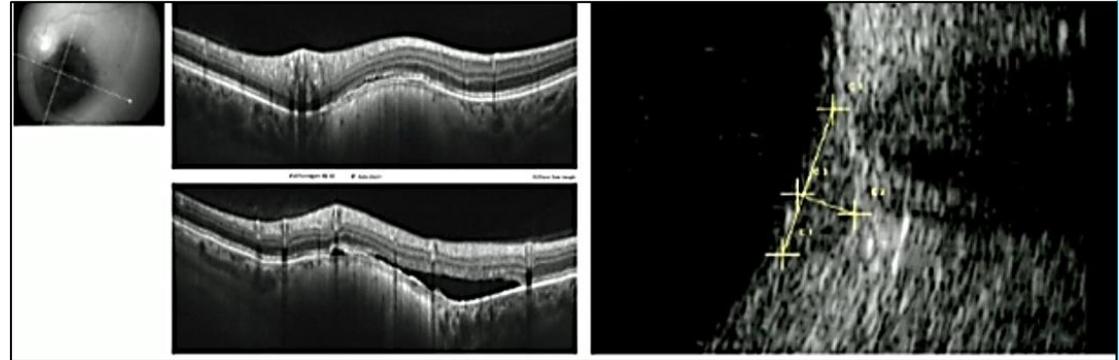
Comparaison d'une coupe d'échographie en mode B et une coupe OCT d'un mélanome traité
